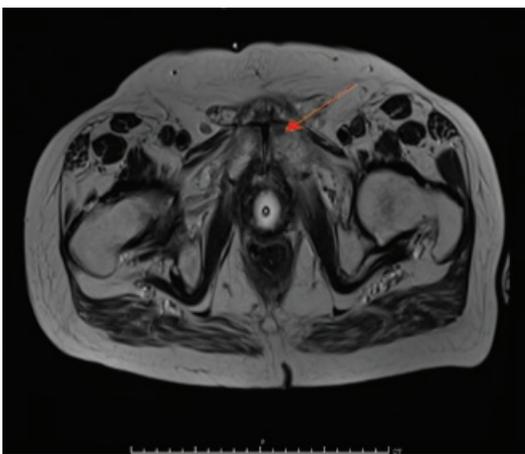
+ b: MRT des Beckens: aktive Symphysitis (mit Pfeil markiert).
